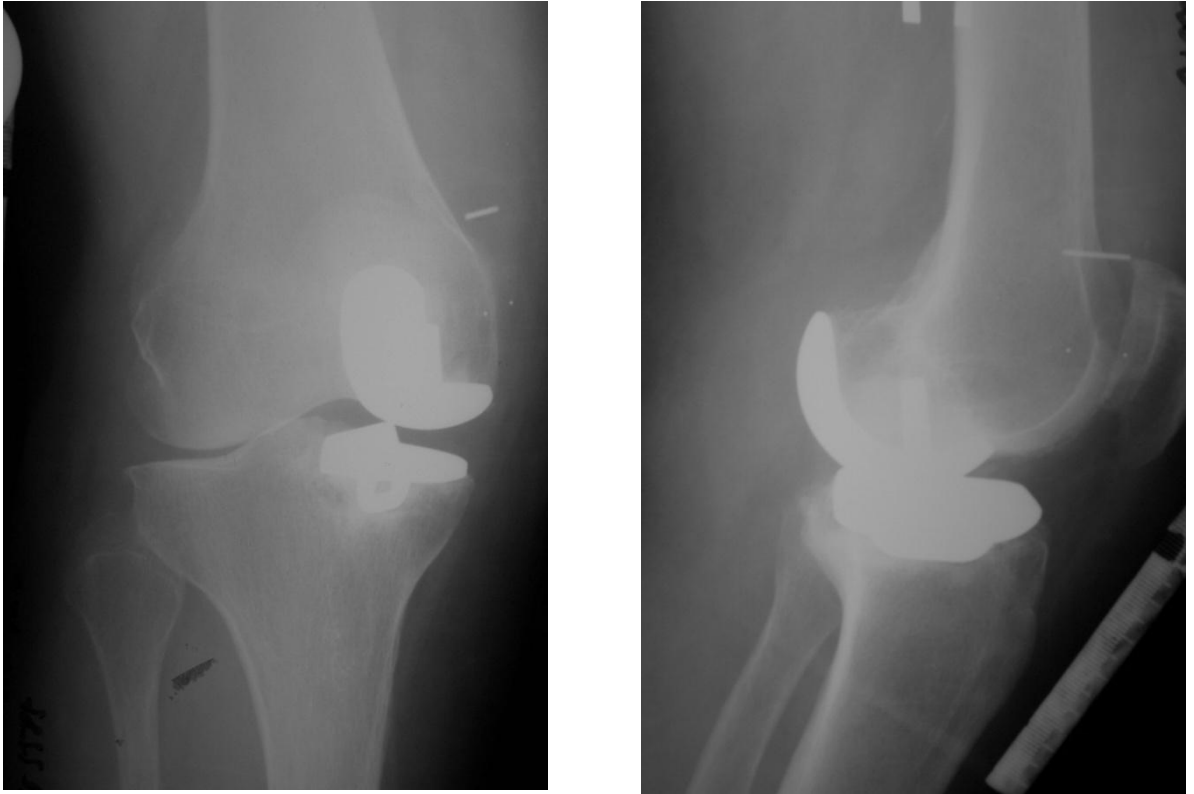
Рентгенограммы правого коленного сустава пациентки Т. после вывиха вкладыша одномыщелкового эндопротеза правого коленного сустава
